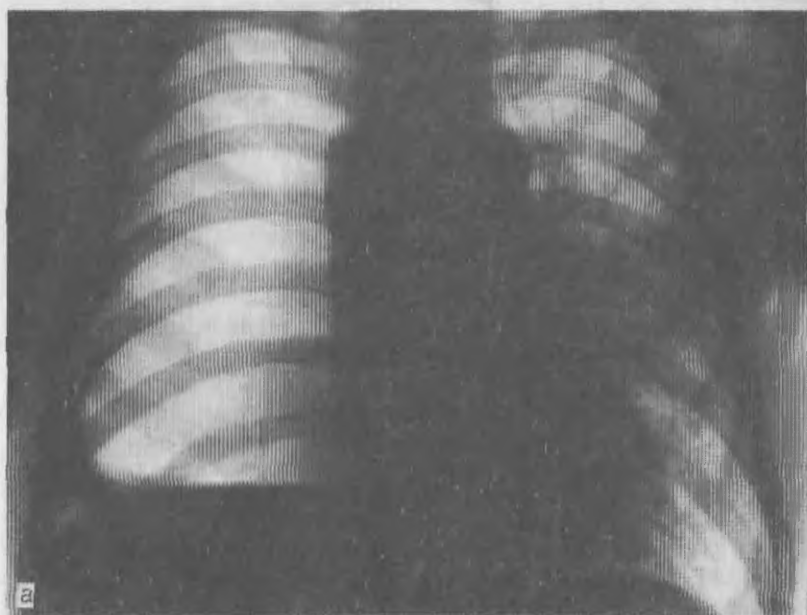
Рентгенограммы грудной клетки.
